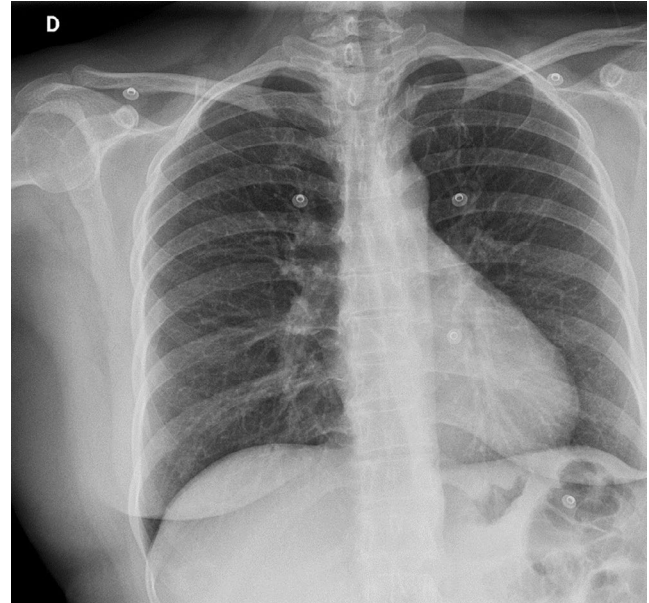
Desviación de tráquea visible en la radiografía de tórax.
